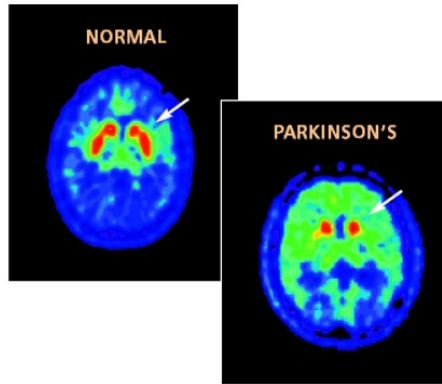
Diagnóstico de la enfermedad de Parkinson mediante el PET. A la izquierda se observa un cerebro en condición normal y a la derecha un cerebro con la condición de Parkinson, donde se observa una deficiencia en la producción de dopamina.
